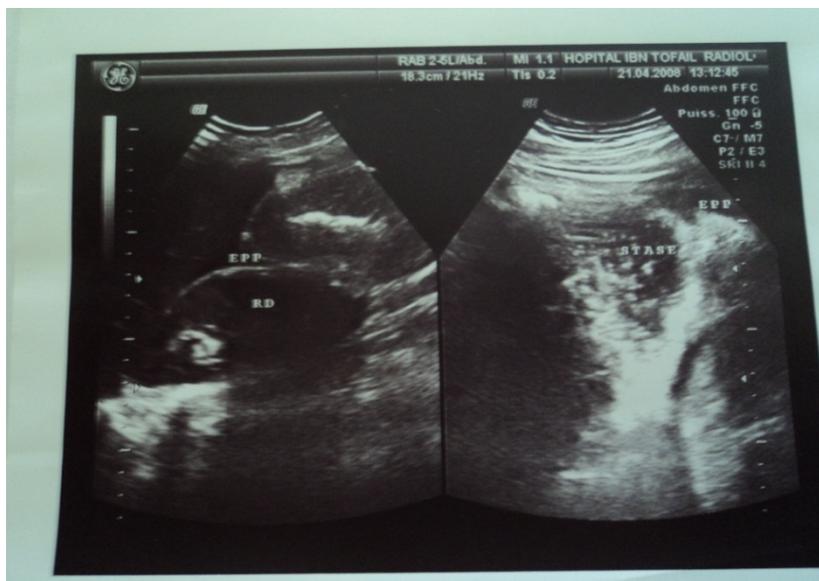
image échographique d'une de nos patientes montrant une dilatation des anses avec stase du grêle.
